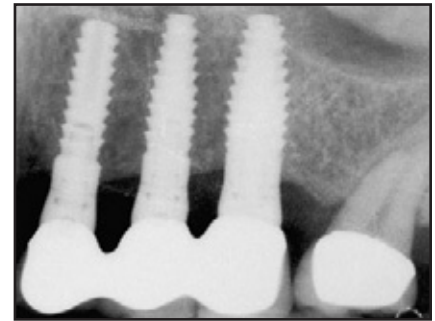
bis 3f *Digitale Röntgenaufnahmen, die ein Jahr (oben links), 2 Jahre (oben rechts) 3 Jahre (unten links) und 4 Jahre (unten rechts) nach der Restauration gemacht wurden und die Stabilität des krestalen Knochens zeigen.*
